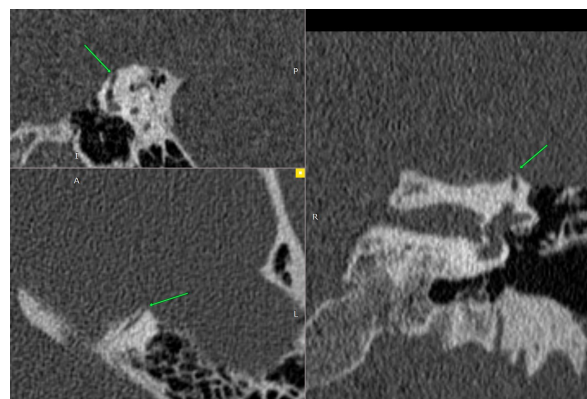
СКТ лівої скроневої кістки хворого Б., 21 рік. Стрілками показаний дефект верхнього півколового каналу.
